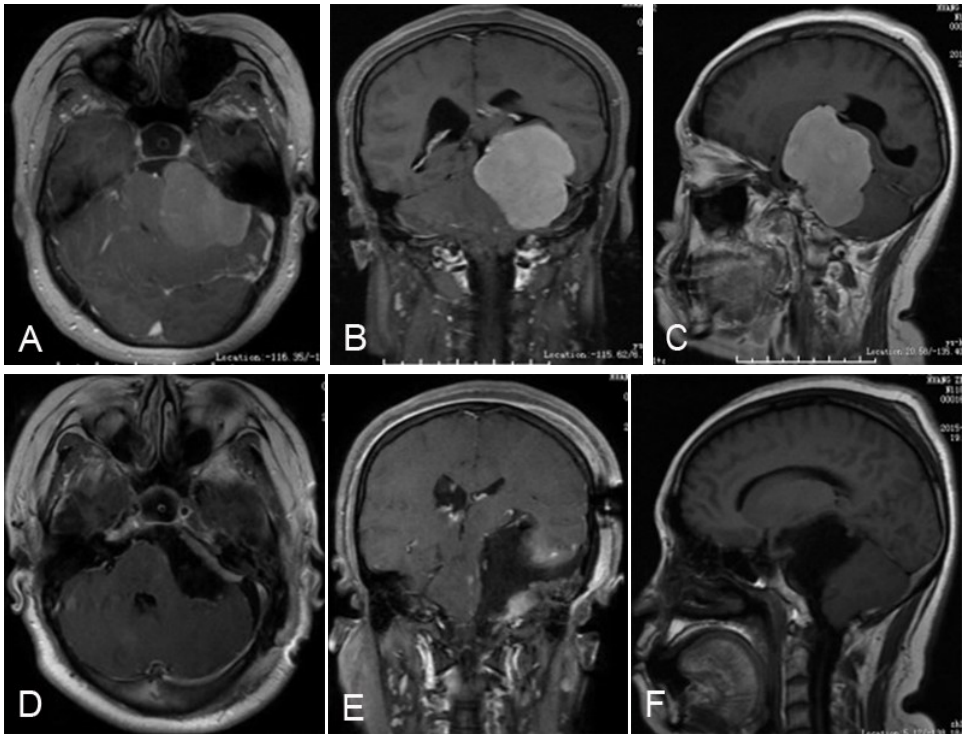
左侧岩斜区巨大脑膜瘤颞下经天幕入路手术前后 MRI
